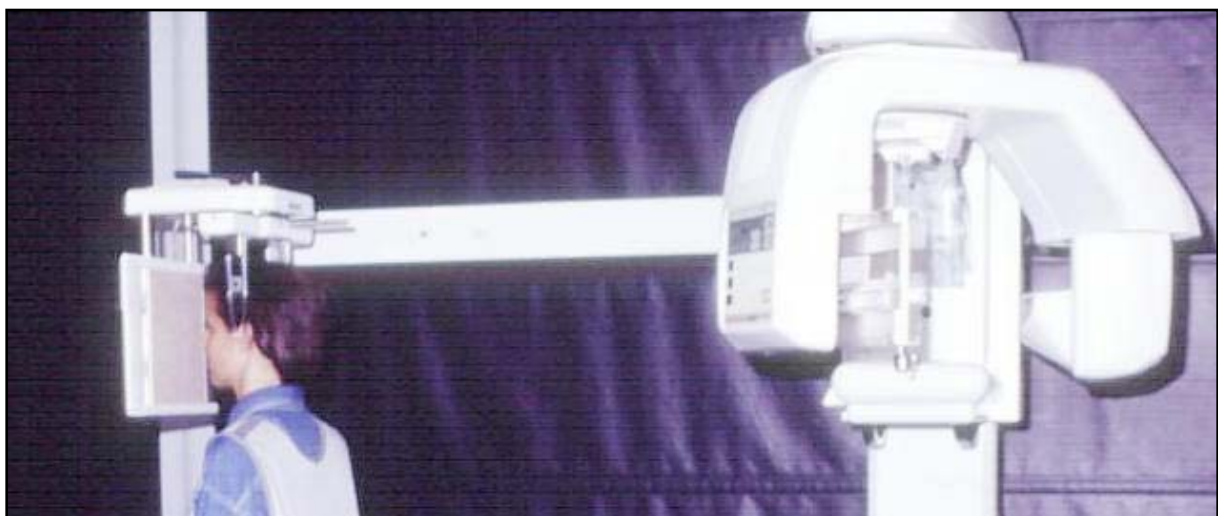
FRF-Röntgenapparatur
